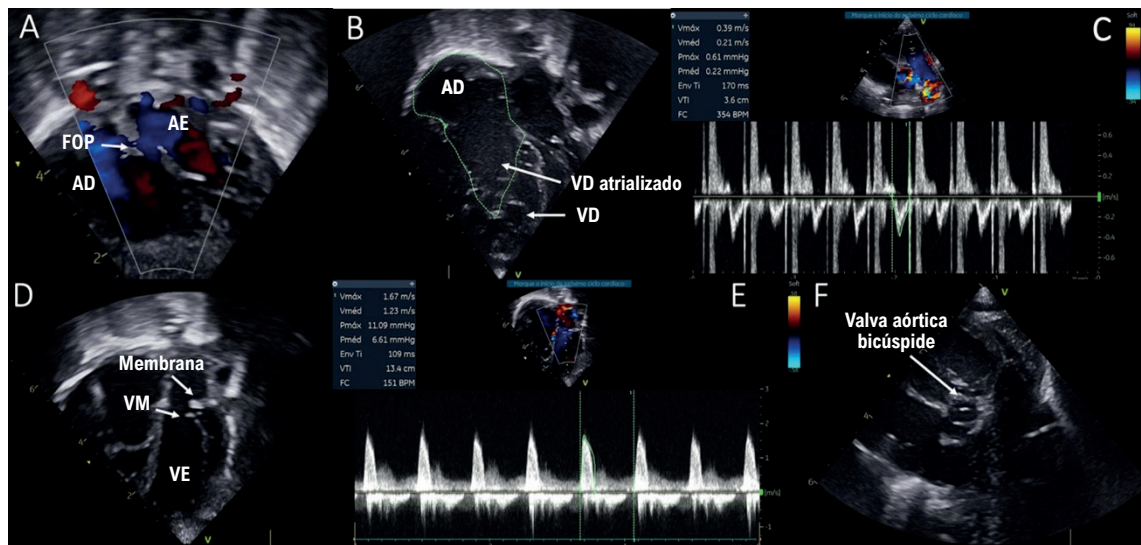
Ecocardiograma Doppler transtorácico. A) Corte subcostal evidenciando forame oval patente com fluxo bidirecional. B) Dilatação do átrio direito, presença de porção atrializada do ventrículo direito e ventrículo direito funcional pequeno. C) Doppler no plano da via de saída do ventrículo direito evidenciando integral velocidade-tempo (VTI) baixa. D e E) Membrana supraválvula mitral com gradiente médio de 6,6 mmHg. F) Valva aórtica bicúspide. FOP: Forame Oval Patente. AD: Átrio Direito. AE: Átrio Esquerdo. VD: Ventrículo Direito. VM: Valva Mitral. VE: Ventrículo Esquerdo.
